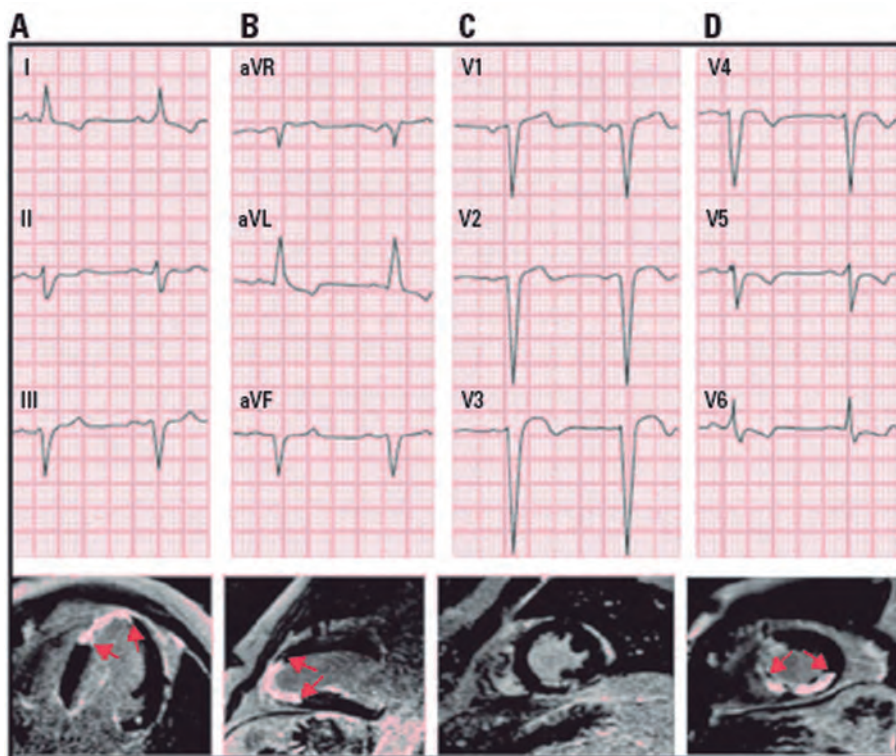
Ejemplo de infarto apical-anterior (tipo A-2) (onda Q más allá de V2, pero sin Q en D₁ y VL). En las imágenes de RM puede verse en el plano horizontal (A) la afectación septal y apical. El plano sagital (B) muestra que la afectación inferior es incluso mayor que la anterior, y en los cortes transversales medio y bajo (C y D), especialmente en D, puede verse la afectación septal e inferior.
